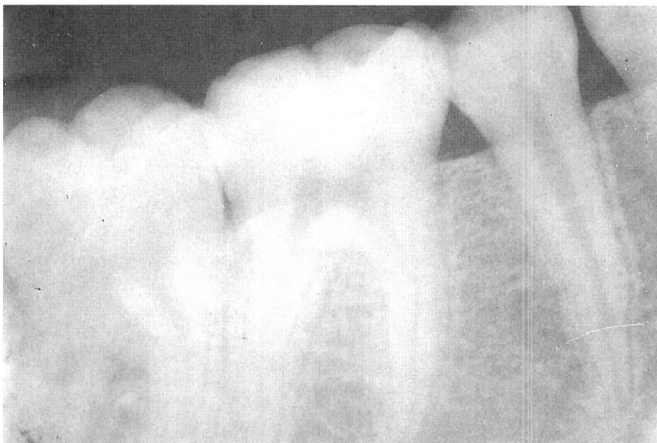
Detalle de radiografía panorámica tres semanas después de la extracción del segundo molar temporal. El espacio quístico abarca los dos tercios de la formación radicular del premolar.
